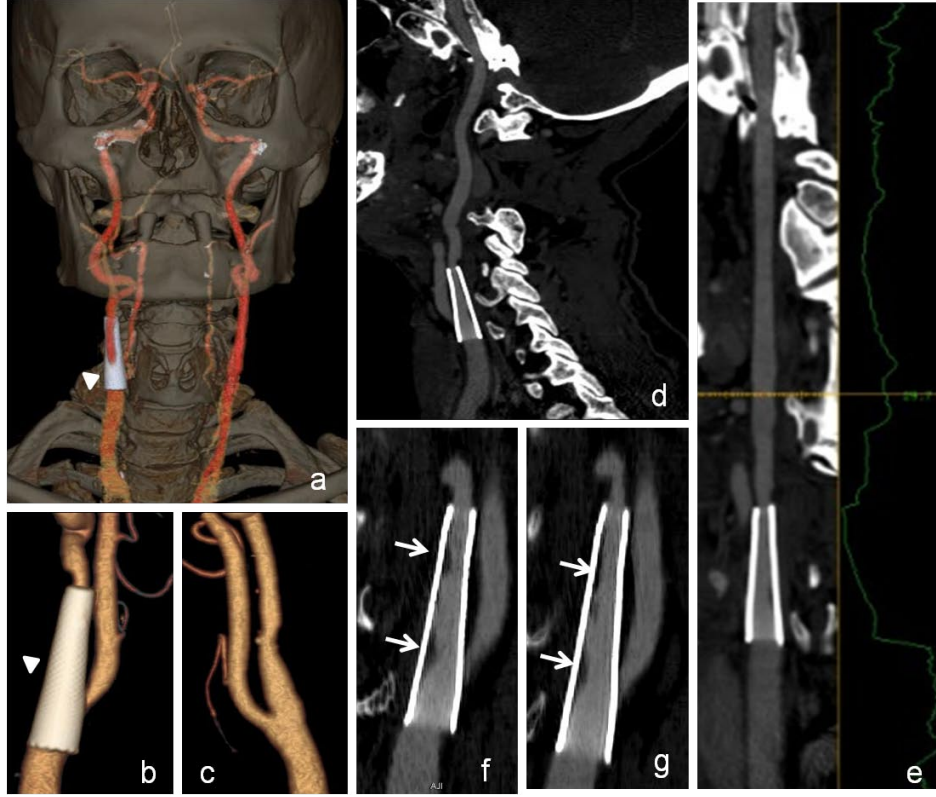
Önceden yerleştirilen stent distalinde darlık tespit edilen darlık nedeniyle yerleştirilen ikinci stentli olgunun MPR görüntüleriyle iki farklı filtre ve pencerelemeyle değerlendirilmesi. Olguya ait sonografik görüntülerde akımın kesildiği kısım nedeniyle değerlendirme yapılamazken BTA stentin tüm kesimleri ile birlikte değerlendirilebilmesini sağlamaktadır. Gözlemciler tarafından kalsifiye plak nedeniyle inceleme “3 puan” (kısmen değerlendirilebilir, iyi, artefakt düzeyi en düşük, tanısal açıdan yeterli) olarak yapılmıştır. “Standart” filtre kullanılarak oluşturulan görüntüler a, b ve c’de izlenmektedir. “Bone” filtre kullanılarak oluşturulan görüntüler d, e ve f’de izlenmektedir. “Bone” filtrede ve kemik pencereleme ile iki farklı stente ait çift kenar ve açılma daha net olarak izlenmektedir (ince beyaz oklar). Kalın ok başları ile kemik pencerelemede stent tarafından itilen kalsifiye odak izlenmektedir. Stent lümeni, proksimali ve distali patent olarak izlenmektedir.
